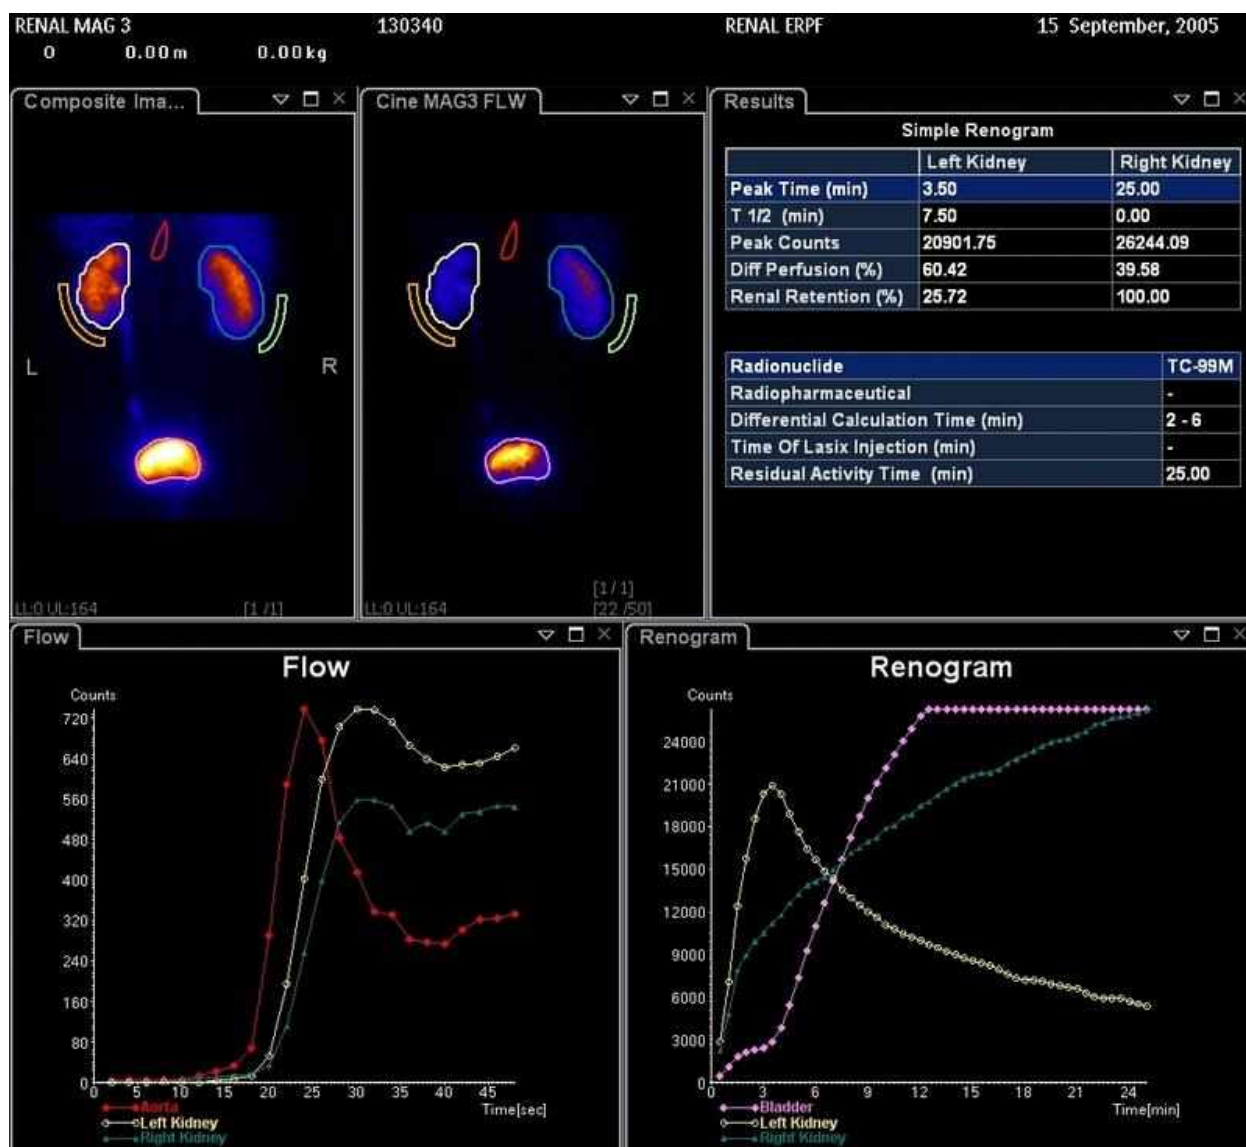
Сцинтиграфия почек динамическая.
